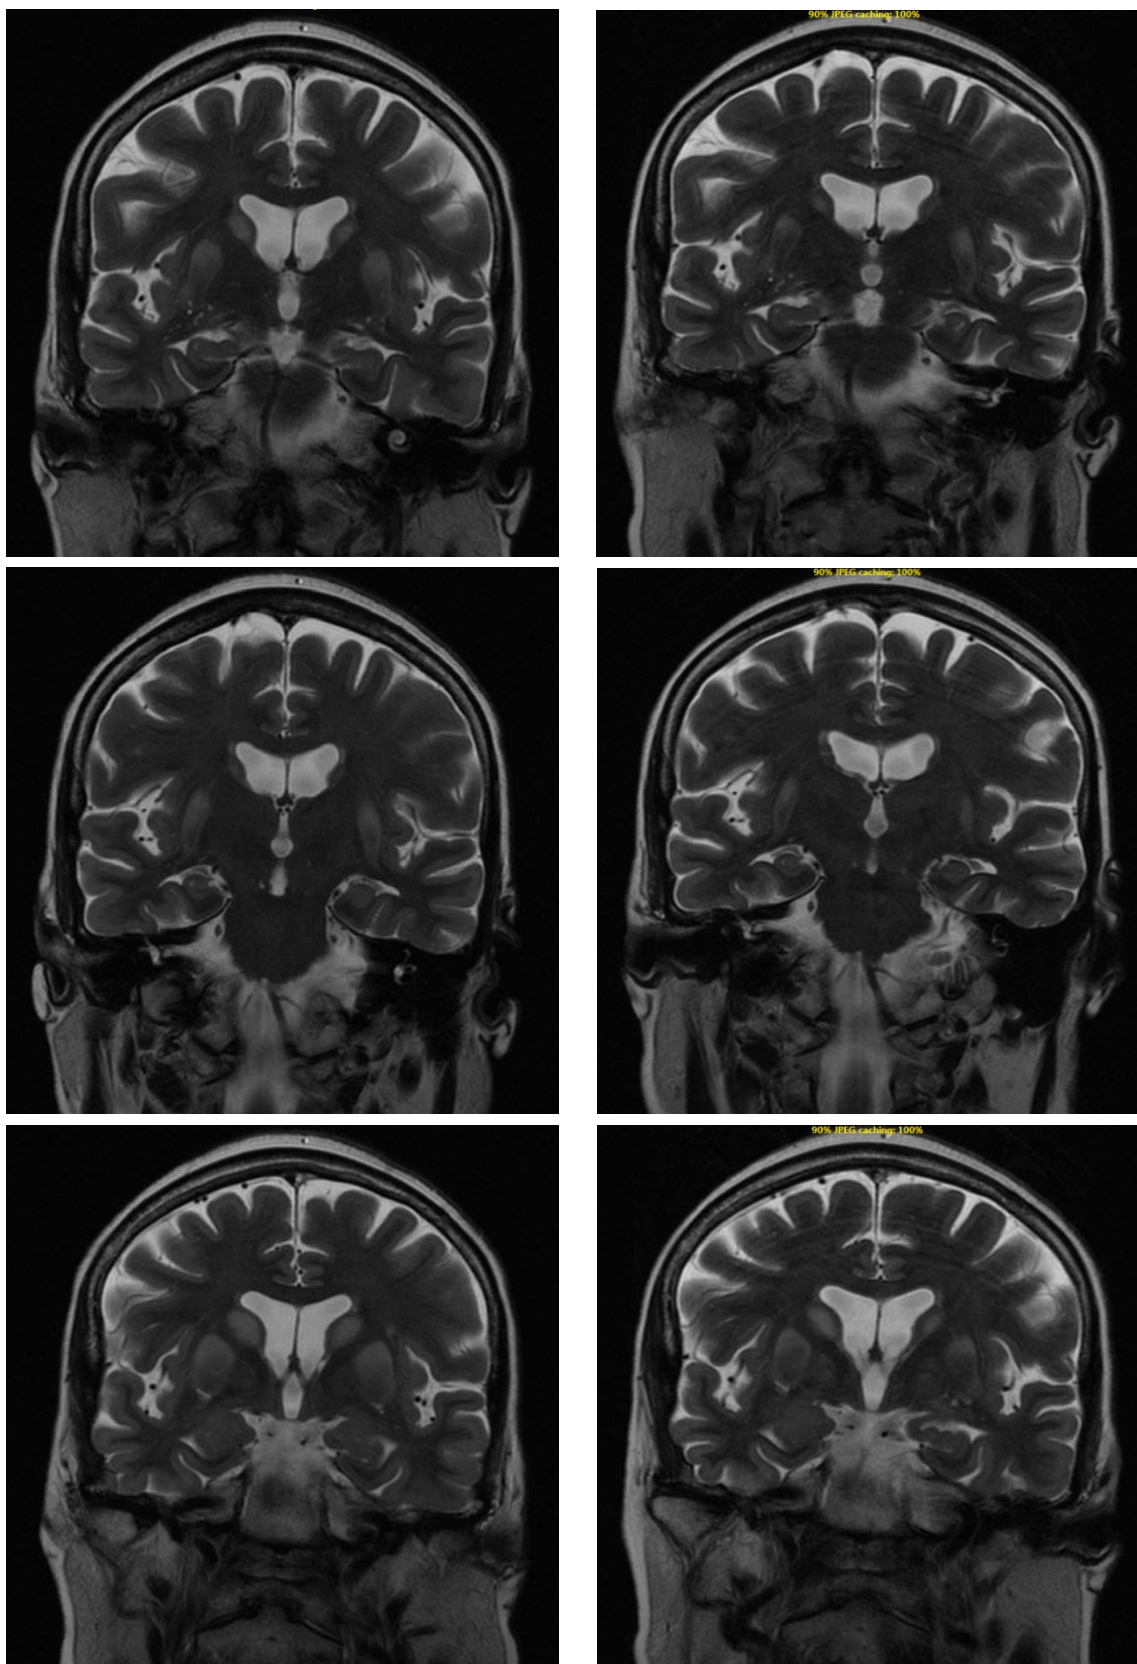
Cor T2 frFSE . На коронарных срезах T2 frFSE отмечаются признаки симметричного повреждения базальных ганглиев, однако при сравнении двух МРТ от 27.08.2019 г. и 06.09.2019 г. обращает на себя внимание небольшое уменьшение объема участков измененного MR-сигнала в базальных ганглиях с обеих сторон
